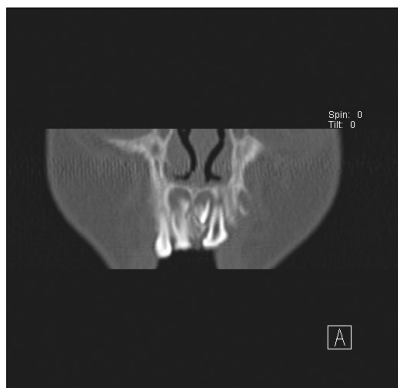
CT-frontal view.
